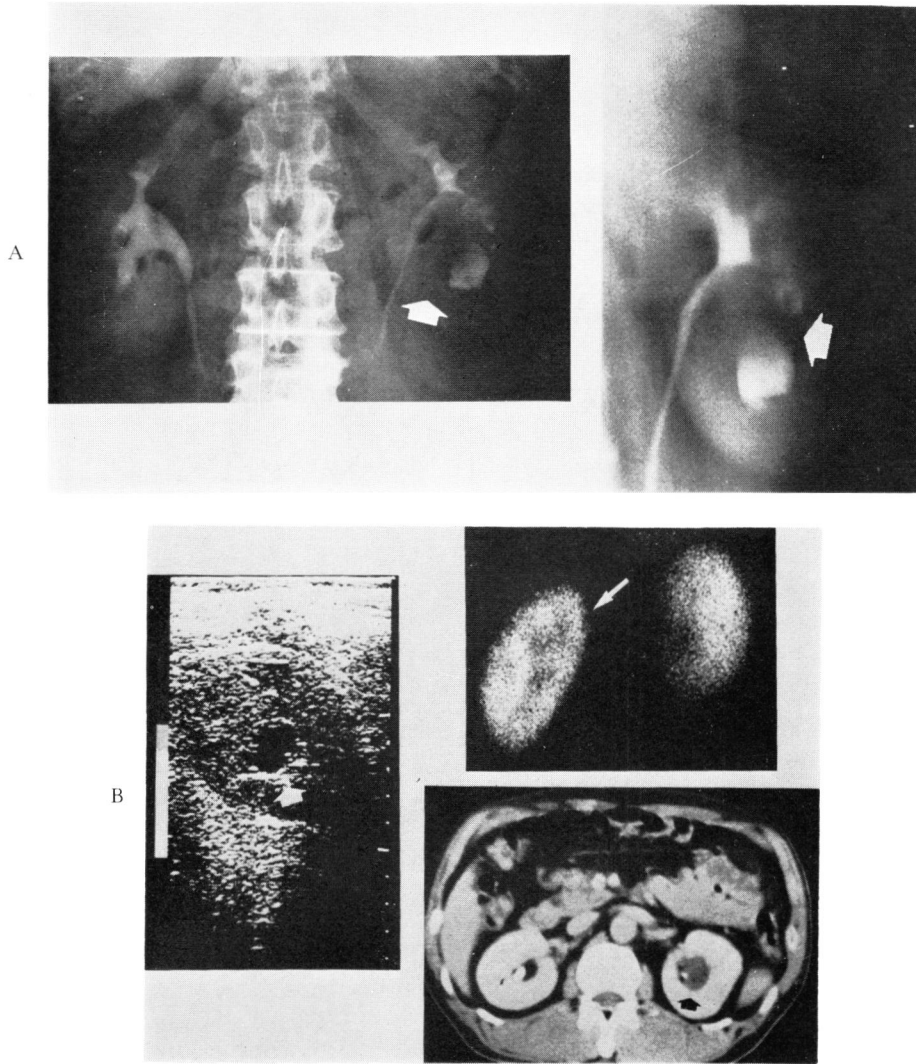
A; IVP and nephrotomography in case 9.
